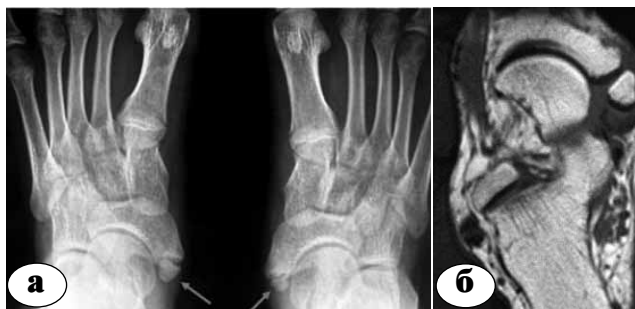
Лучевая диагностика *os tibiale externum*: а – рентгенограмма; б – МРТ
